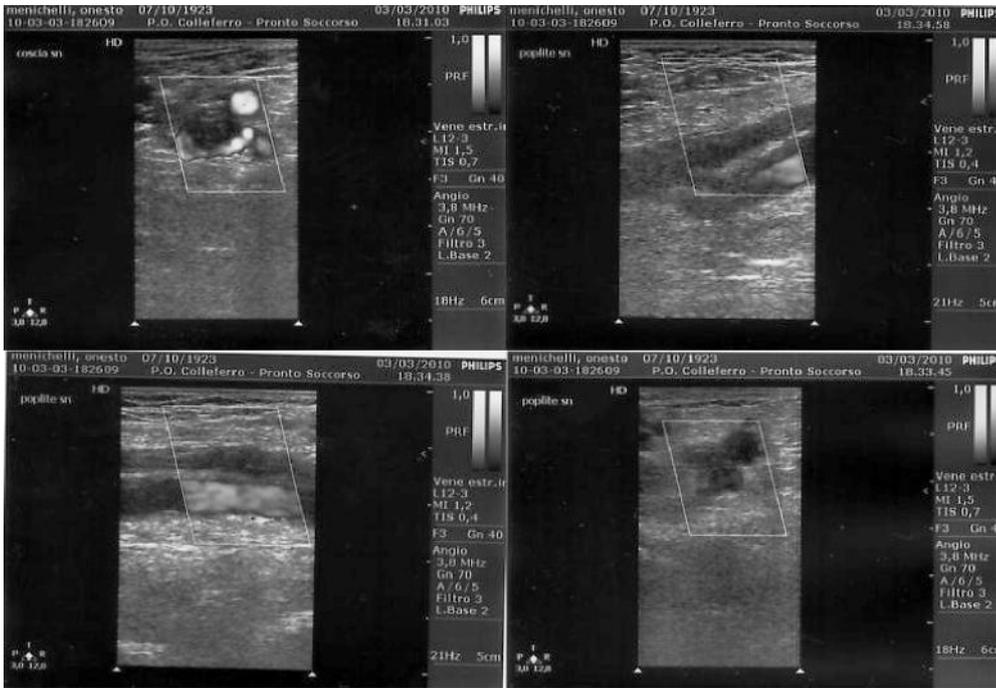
Controllo ecodoppler in paziente di 87 anni, che evidenzia estesa recidiva trombotica a carico dell'intero asse venoso dell'arto inferiore sinistro, manifestatasi dopo 1 mese da analogo lesione ostruttiva, risolta con terapia fibrinolitica ed eparinica. Evidenti l'ispessimento e l'irregolarità delle pareti venose, che non risultano comprimibili dalla sonda. Il lume vascolare appare completamente occupato da materiale necrotico ad ecostruttura mista, che non consente alcun flusso ematico.
